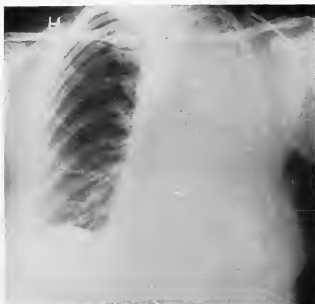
L'état radiographique dix mois après l'opération.
